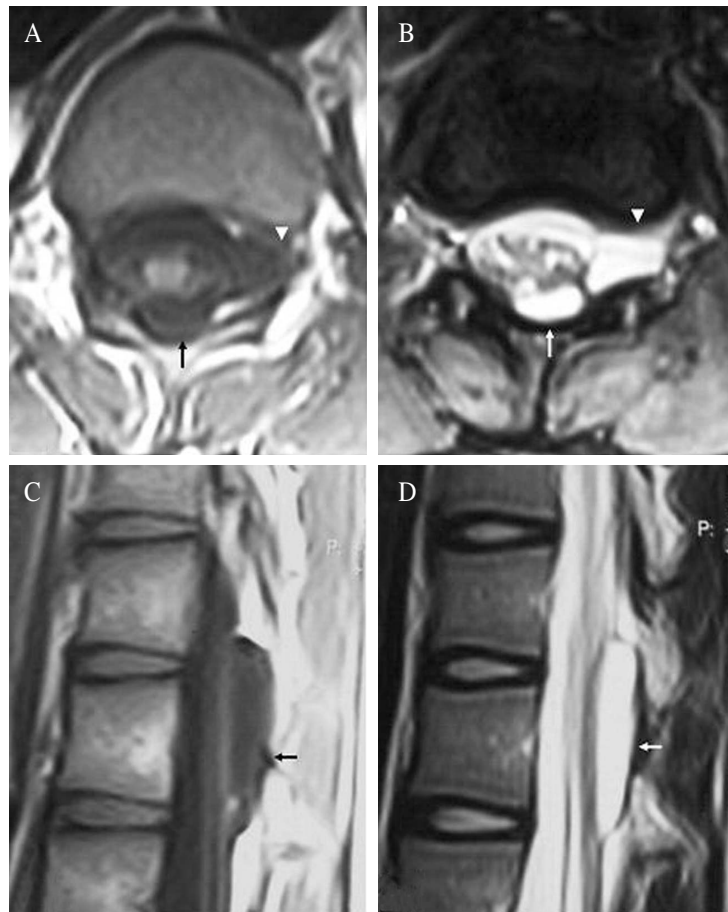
Magnetic resonance image of posttraumatic extradural arachnoid cyst. A&B: axial scans of T1 and T2-weighted MR image show a CSF filled cystic mass (arrow) which extends to left neural foramen (arrow head). C&D: sagittal scans of T1 and T2-weighted MR image show a CSF filled cystic mass (arrow), posterior to spinal cord.
